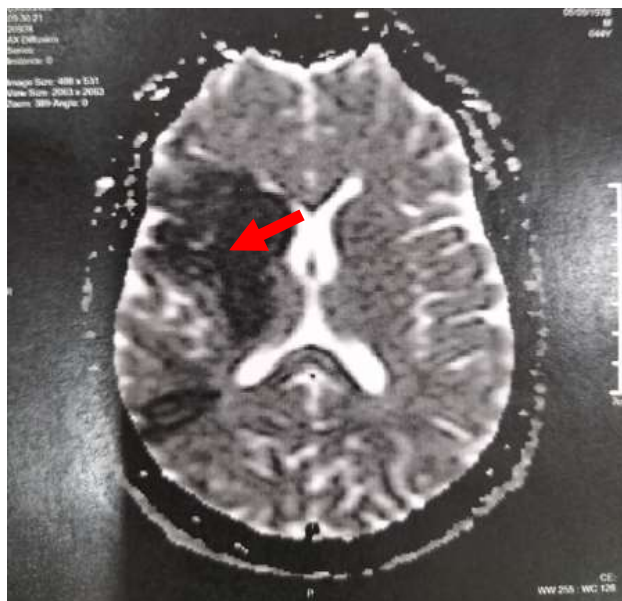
A : IRM cérébrale montrant un large foyer ischémique intéressant le territoire superficielle et profond de l'artère sylvienne droite. (S.H, âgé de 44 ans).
